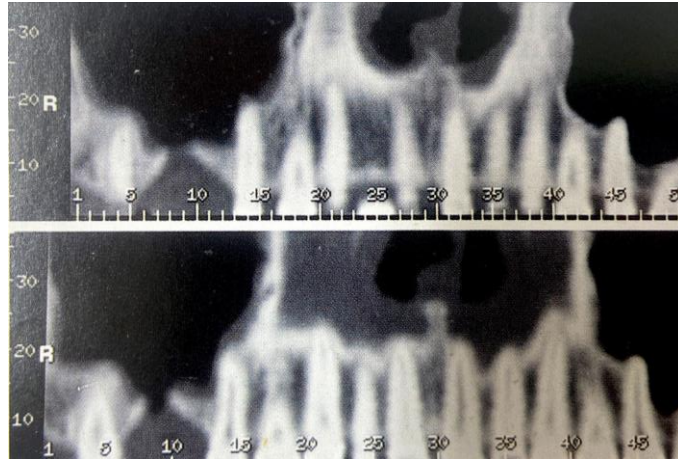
Utilización de TC. (11)
